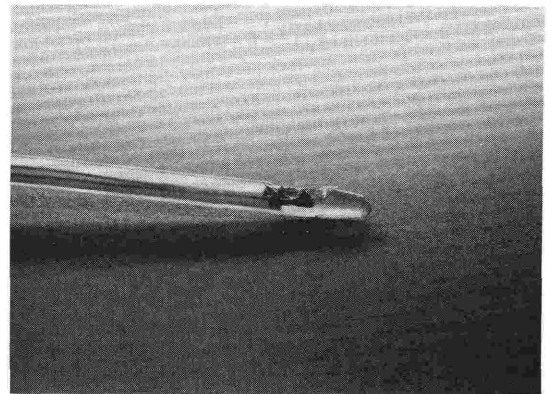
超音波入射角に依存しない絶対流速測定用ドプラプローブ。血流方向に対し異なった入射角を有する二つの極小ドプラ振動子を隣接して配置した。
